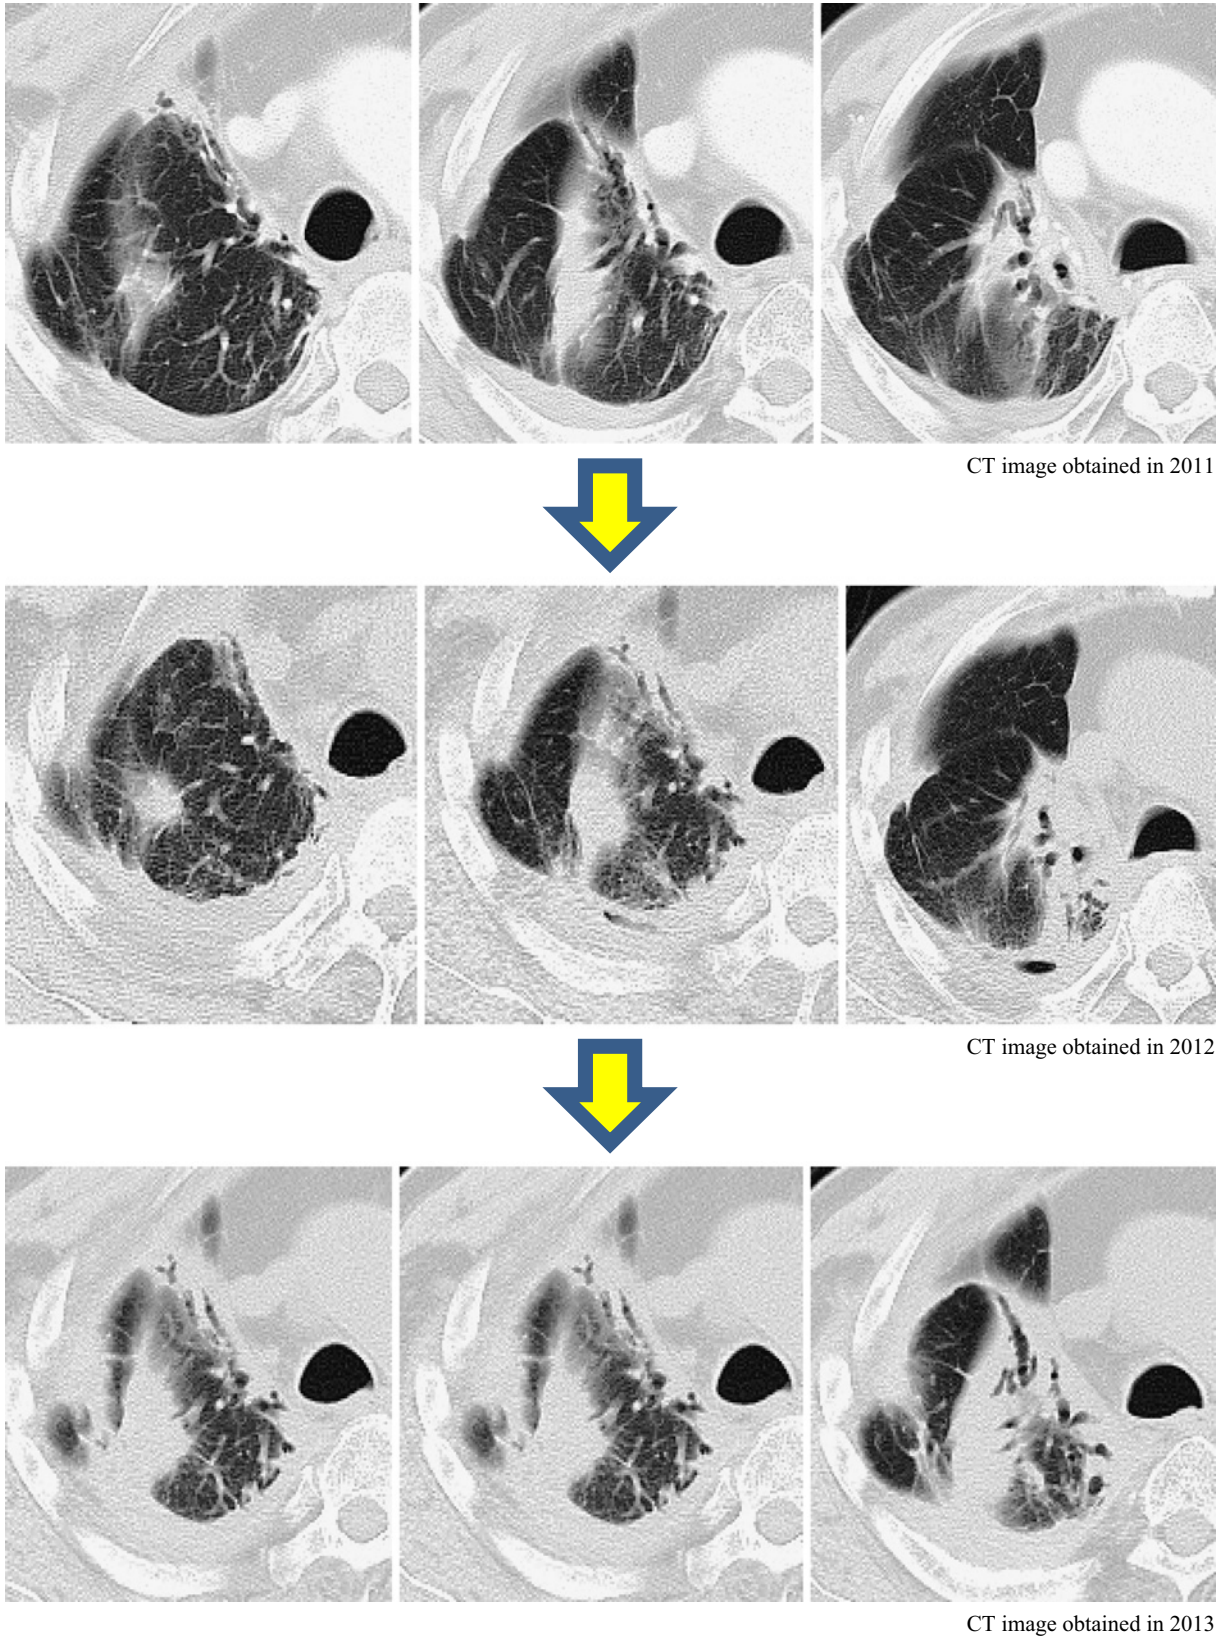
Chest computed tomography in case 2 shows increased pleural dissemination of the primary tumor of the right upper lobe and surrounding area.
